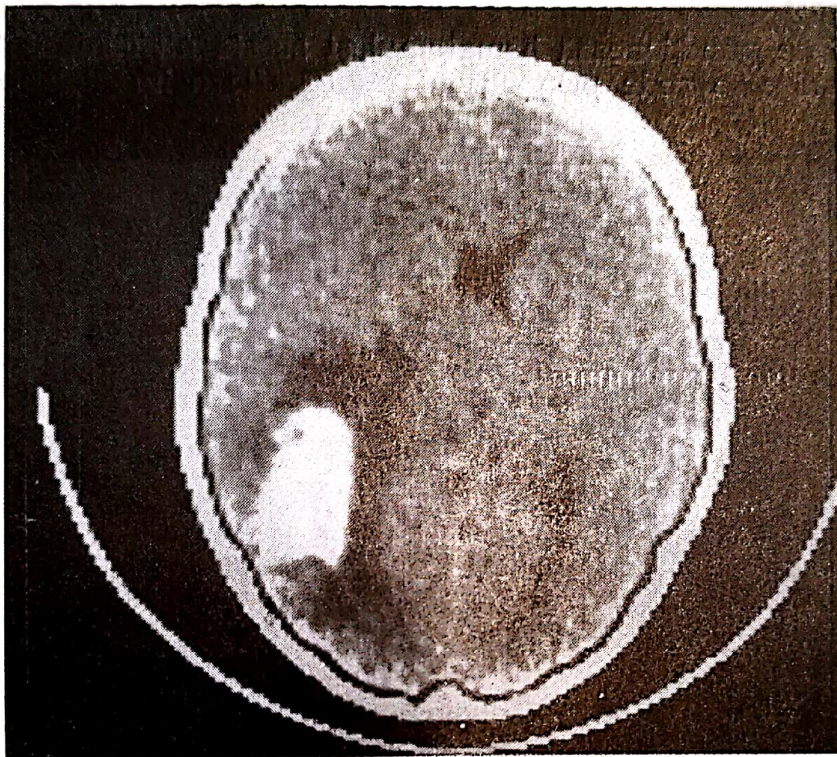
Tomografie computerizată arată sediul hematomului intraparenchimatous
